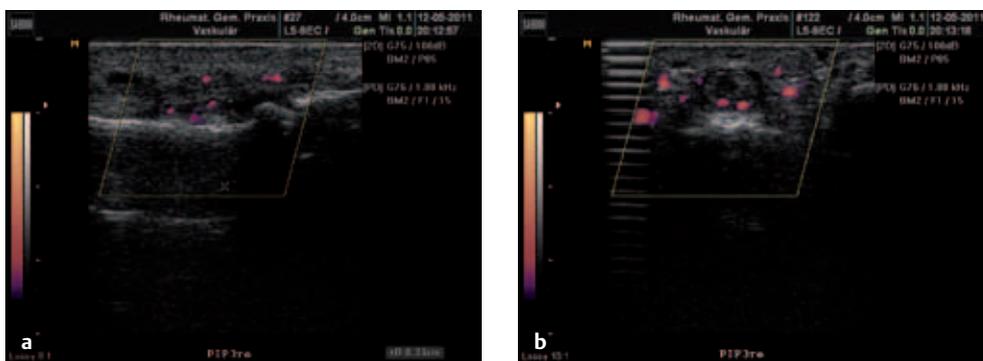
Arthrosonografie. PIP III rechts: deutlicher weitgehend echoarmer intrakapsulärer Saum, 3,3 mm messend, mit inhomogenem Binnenecho und deutlicher Hyperperfusion im Power-Doppler. Knorpel-Knochenoberfläche unauffällig. Befund passt zu einer deutlichen und floriden Synovialitis des betroffenen Gelenkes ohne eingetretene Destruktionen an Knorpel oder Knochen. Nebenbefundlich fragliche Hyperperfusion im Bereich der Beugesehnen.
